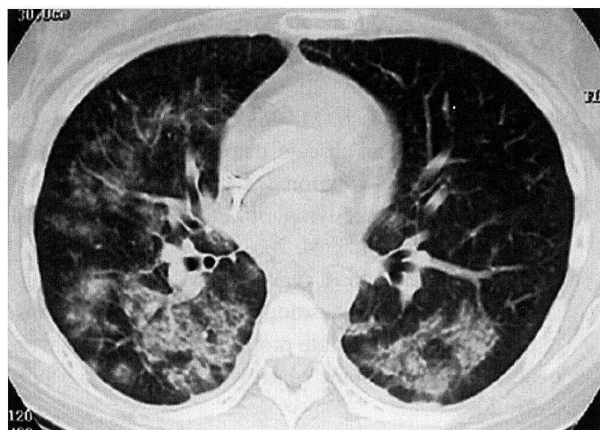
Computed tomography of the chest on day 28 showing bilaterally diffuse and patchy consolidation.
